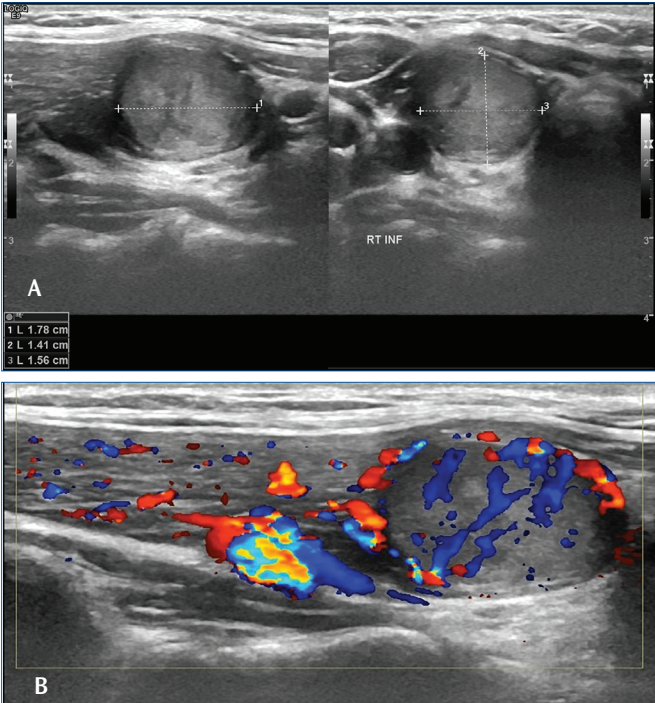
Elli dört yaşında kadın hastada 3 cm foliküler adenoma. (A) oldukça homojen hipoekoik ve düzgün konturlu, (B) hipervasküler, (C) elastografide yumuşak kodlanmış.
